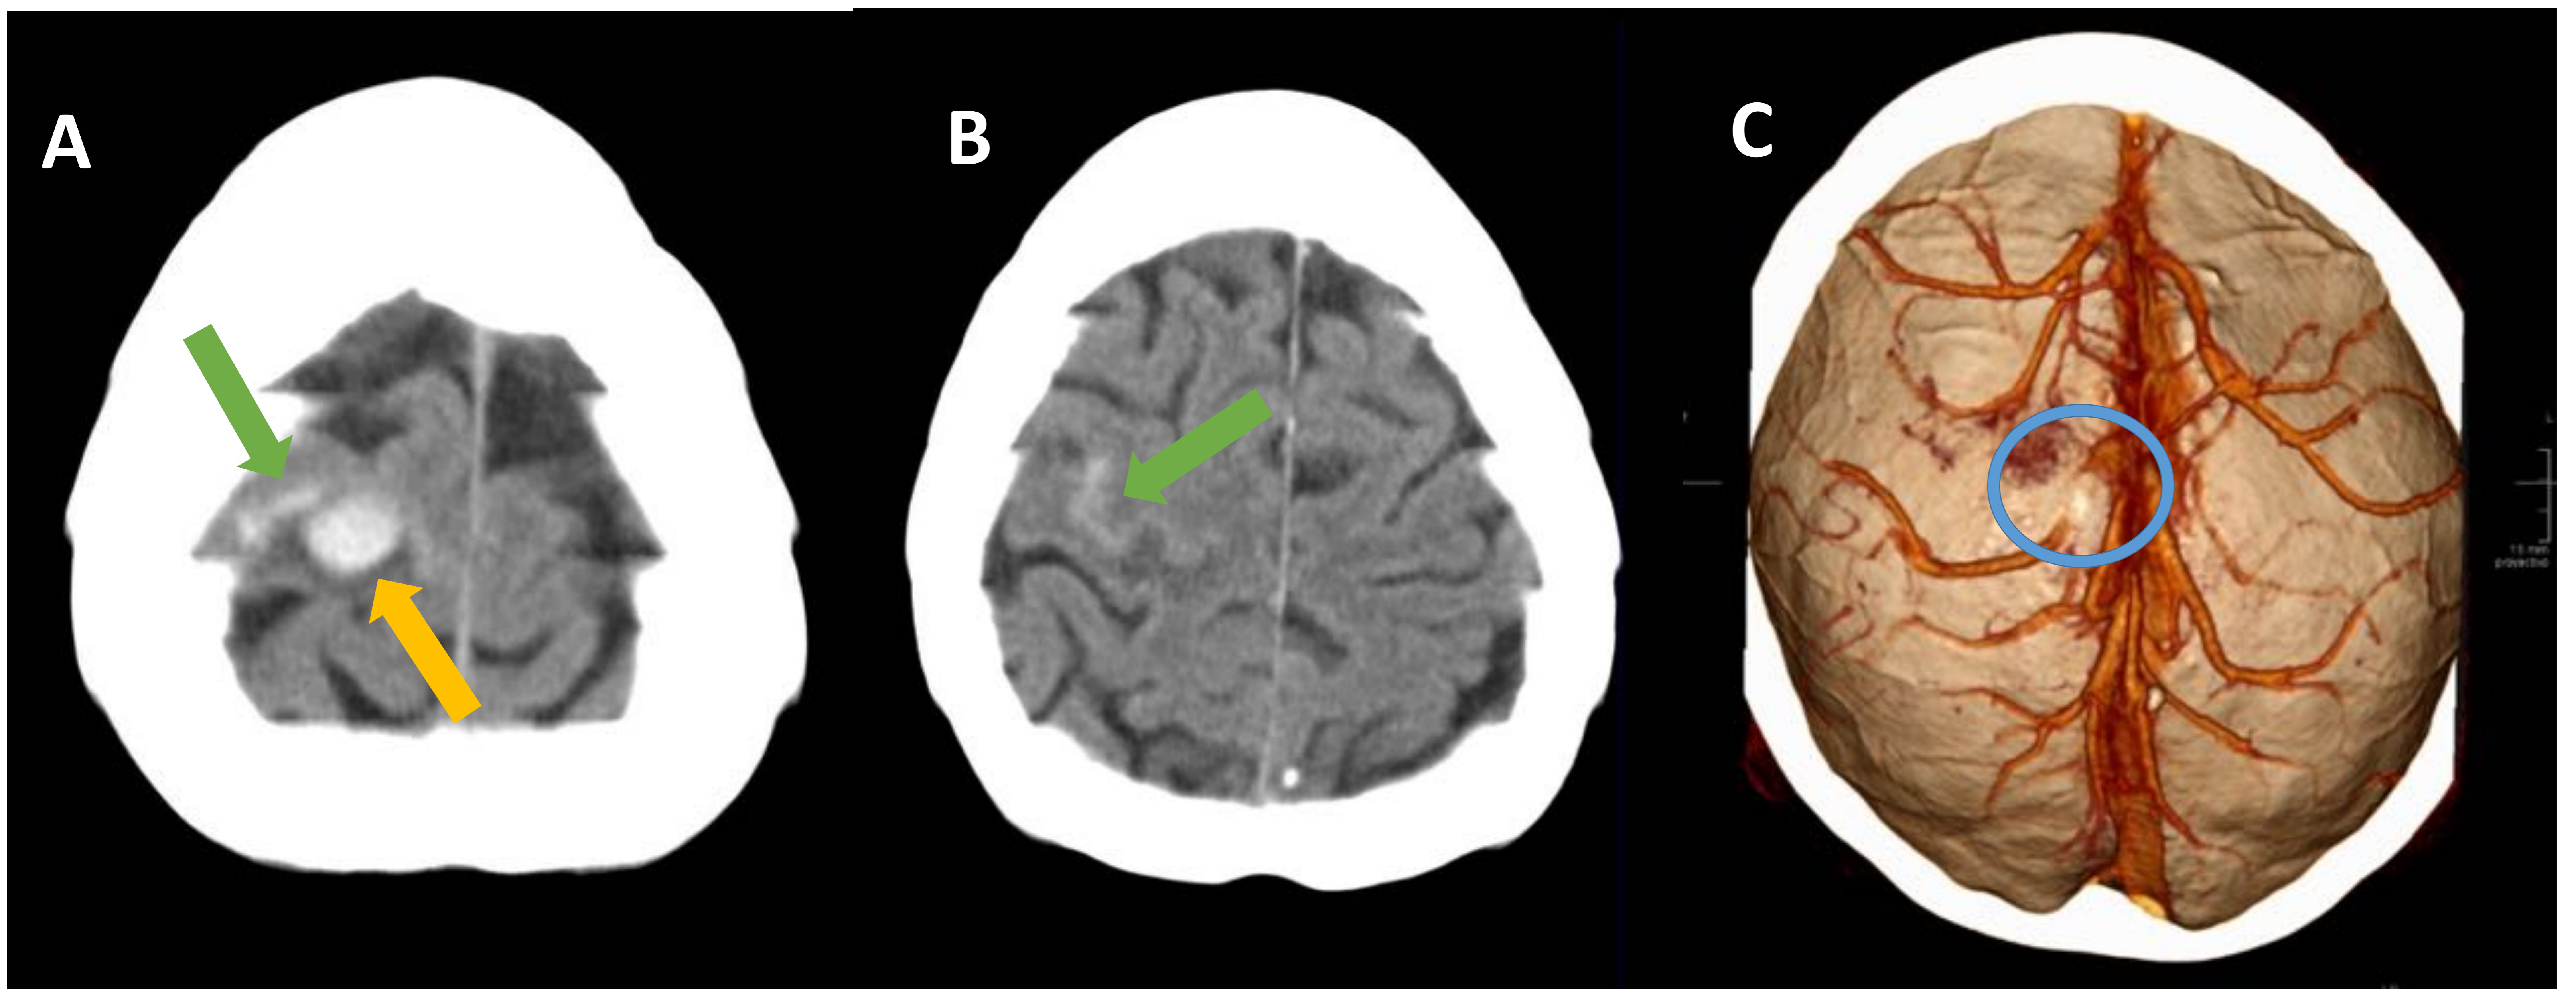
TC craneal sin CIV (A y B) y reconstrucción 3D de angio-TC venoso (C). Se identifica en la imagen A, un hematoma intraparenquimatoso (flecha amarilla) en giro de la convexidad frontal alta derecha, así como focos de HSA corticales en surcos frontales altos derechos (flechas verdes).
